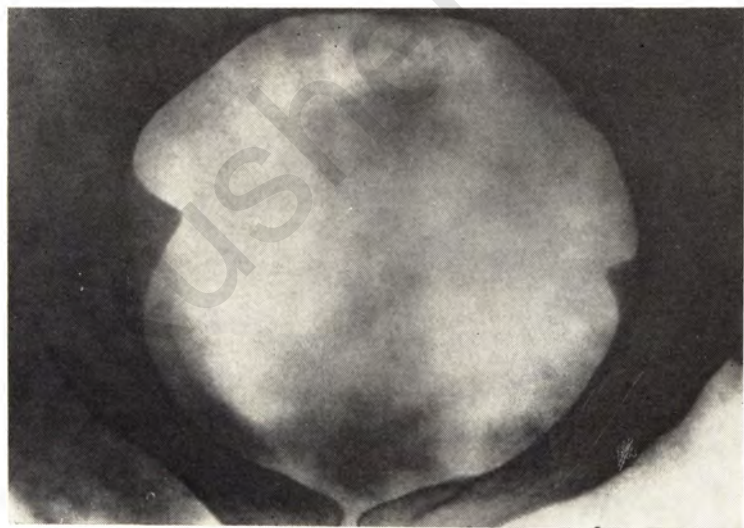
Рентгенограмма входа в таз. Вход в малый таз округлой формы. Вывих левого тазобедренного сустава.
